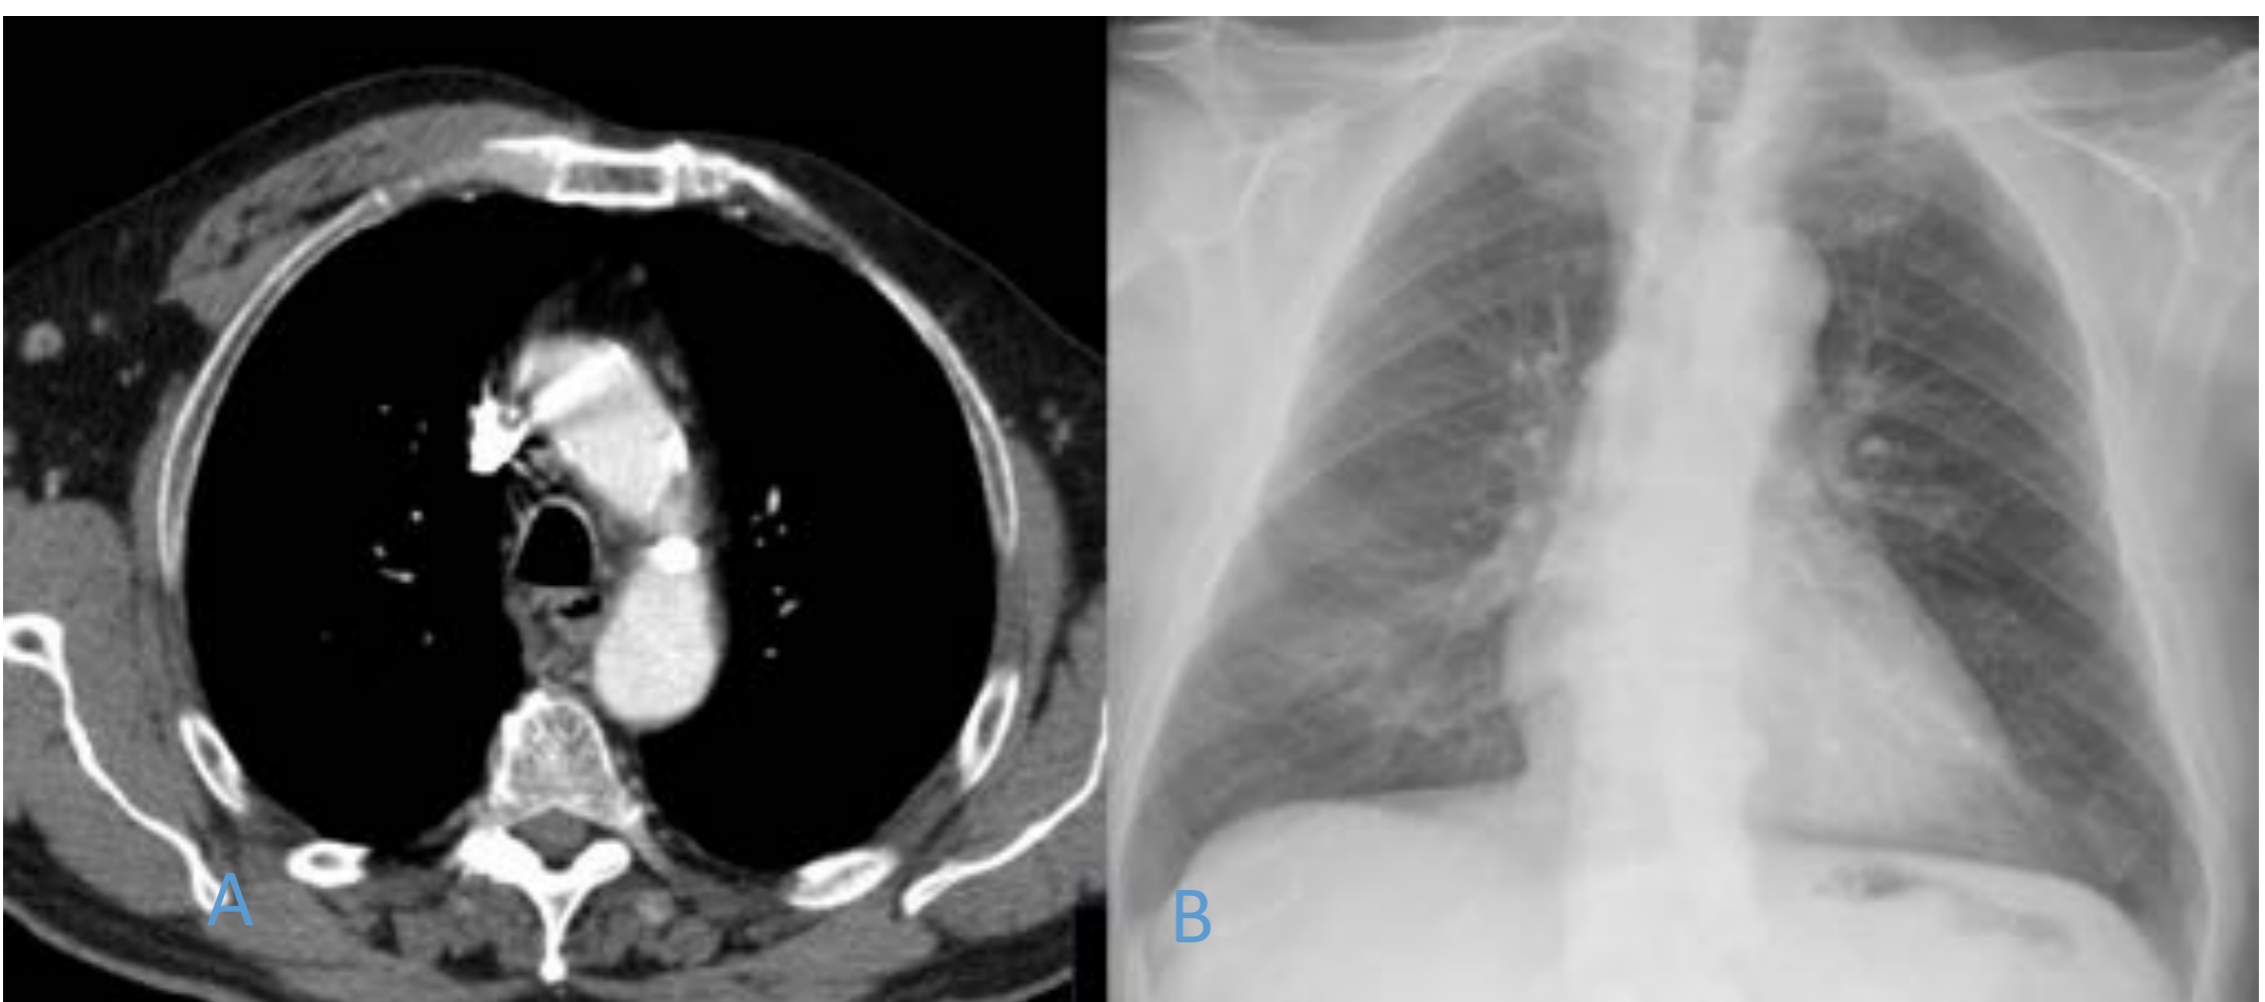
A. TC torácico donde se observa ausencia de visualización de los músculos pectoral mayor y menor izquierdos, en ausencia de cirugía en relación con síndrome de Poland (agenesia de los mismos). B. Esto provoca hiperclaridad pulmonar izquierda en RX.
